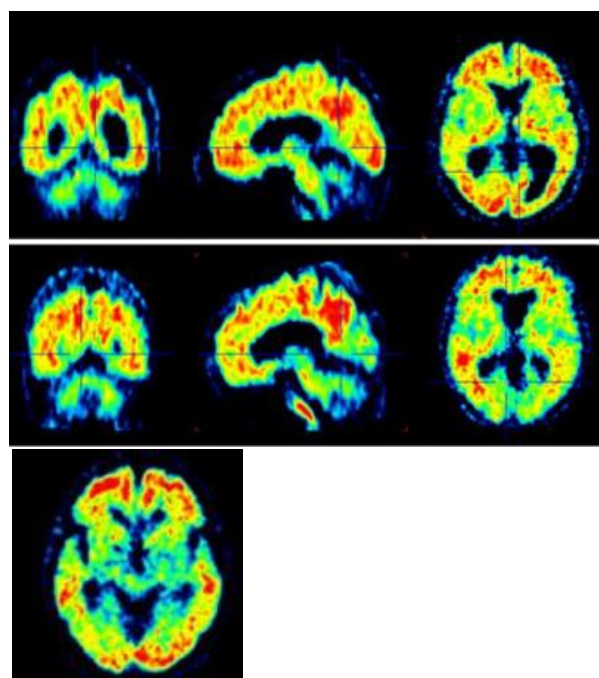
TEP-FDG : Hypométabolisme sévère du cortex pariétal, temporal et occipital bilatéral, prédominant à droite et hypo métabolisme léger du cortex préfrontal dorsolatéral droit.
